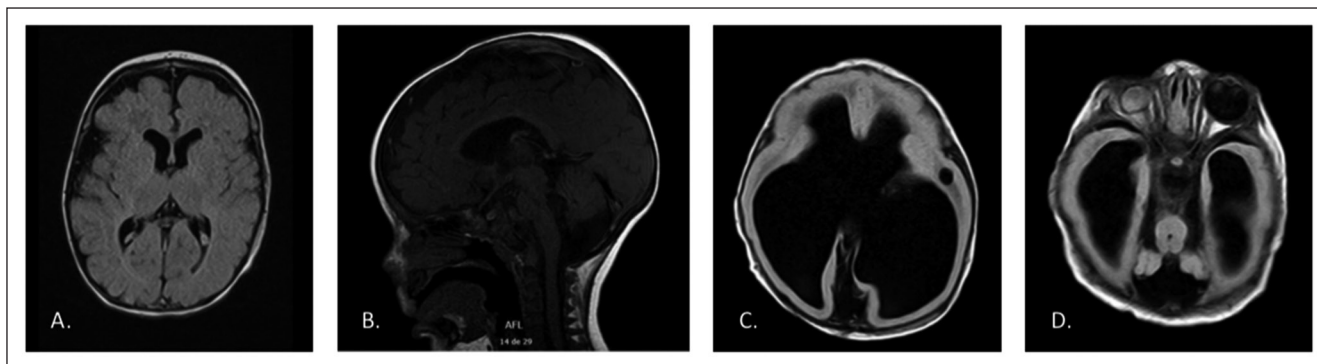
Ejemplos de estructura cerebral anormal en imágenes de resonancia magnética cerebral: (A) corte axial en secuencia FLAIR: cerebro normal (B) corte sagital en secuencia T1: Mega cisterna magna de amplia comunicación al cuarto ventrículo con hipoplasia del vermis cerebeloso (síndrome de Dandy-Walker) (C-D) corte axial en secuencia FLAIR: acentuada hidrocefalia con ausencia de septum pellucidum y lisencefalia temporo-parietal y occipital, microftalmia derecha asociada a signos sugerentes de vítreo primario hiperplásico persistente (paciente con distrofia muscular congénita con compromiso cerebral, del tipo Síndrome de Walker-Warburg).
